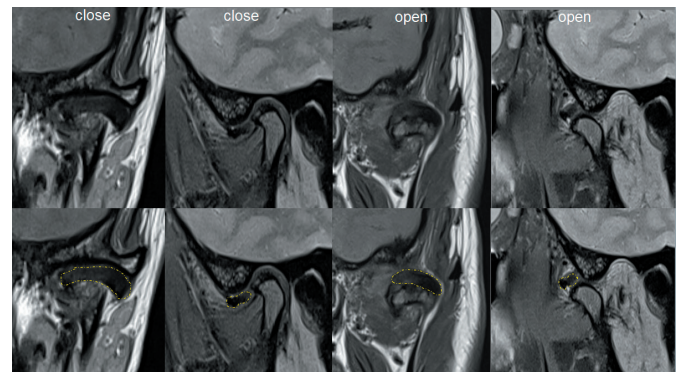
МРТ ВНЧС. Переднелатеральное смещение диска ВНЧС без вправления (диск обведен на сравнительных изображениях МРТ в нижнем ряду)
